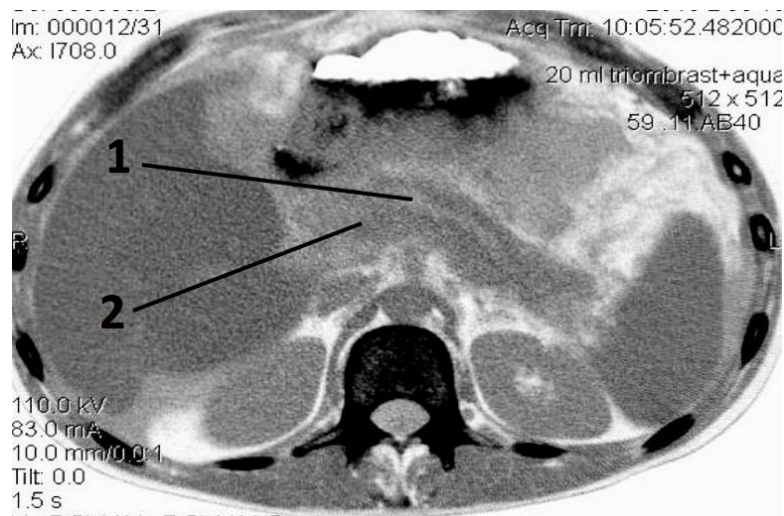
КТ. Розрив головної протоки ПЗ (1) в ділянці тіла органу (2)
